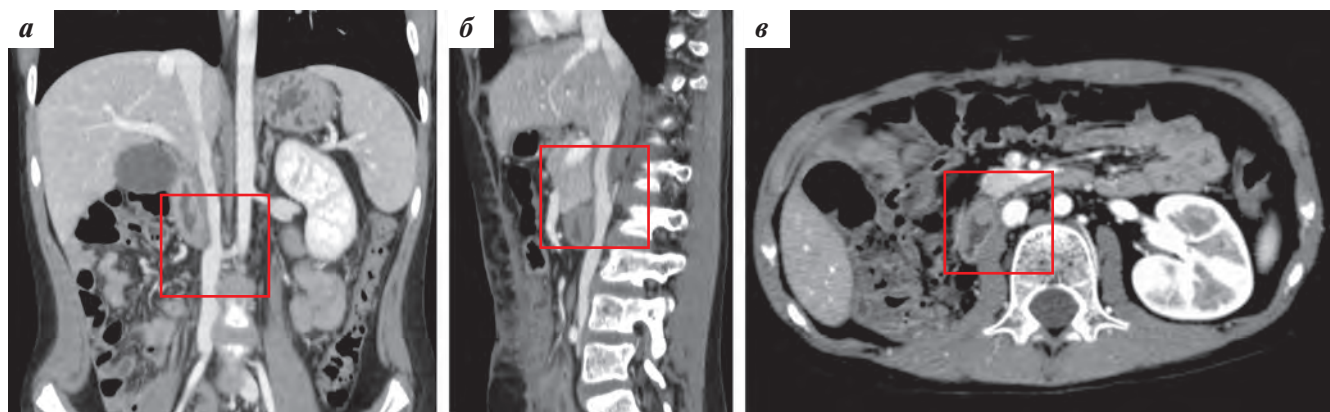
Данные КТ через 3 мес после оперативного лечения в 3 проекциях: а – фронтальная; б – сагиттальная; в – горизонтальная
